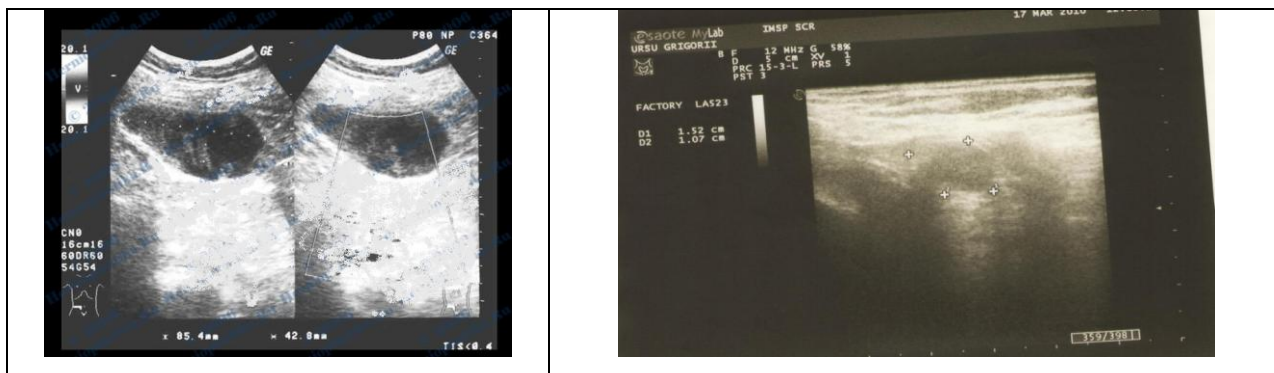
Scanarea ecografică regiunii inghinale stângi (hernie inghinală oblică externă, chist funiculului spermatic)
